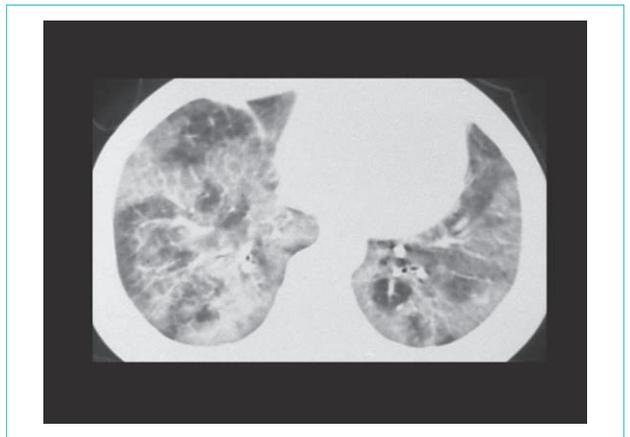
APAP の胸部 CT 像 (10 mm スライス厚)
